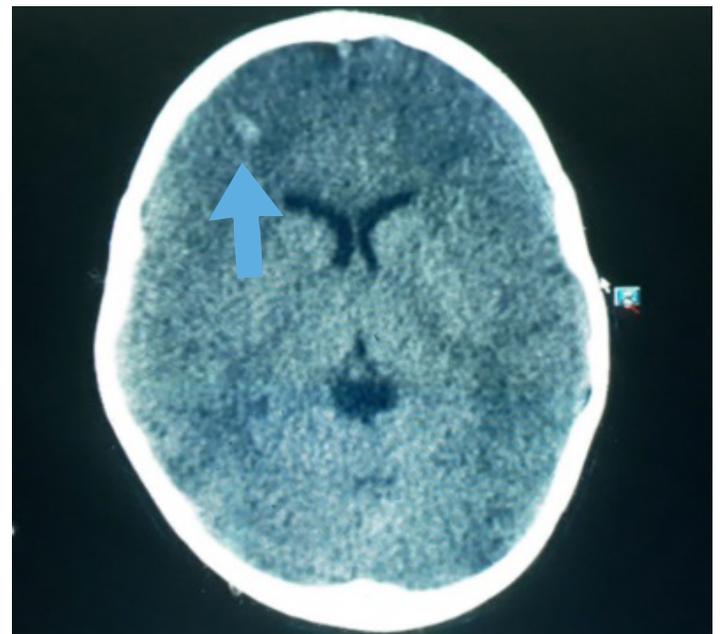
TAC evolutiva. Lesión hipodensa parieto-temporal de 5 mm.
